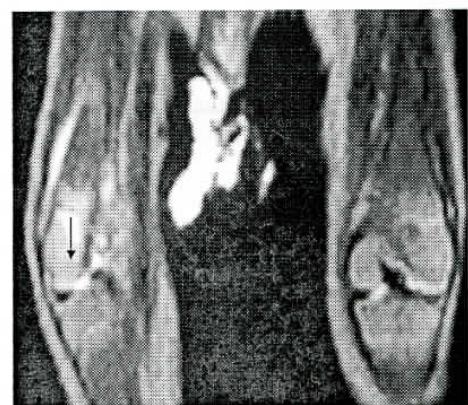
Ressonância Magnética Nuclear do Joelho Direito – Ponderação T2 (Caso 1): Hipersinal na face pôstero-externa da extremidade distal do fêmur direito (reacção perióssea)
